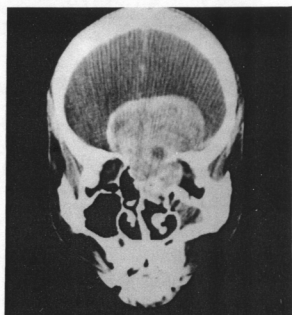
CT finding of PNS(Coronal scan)
